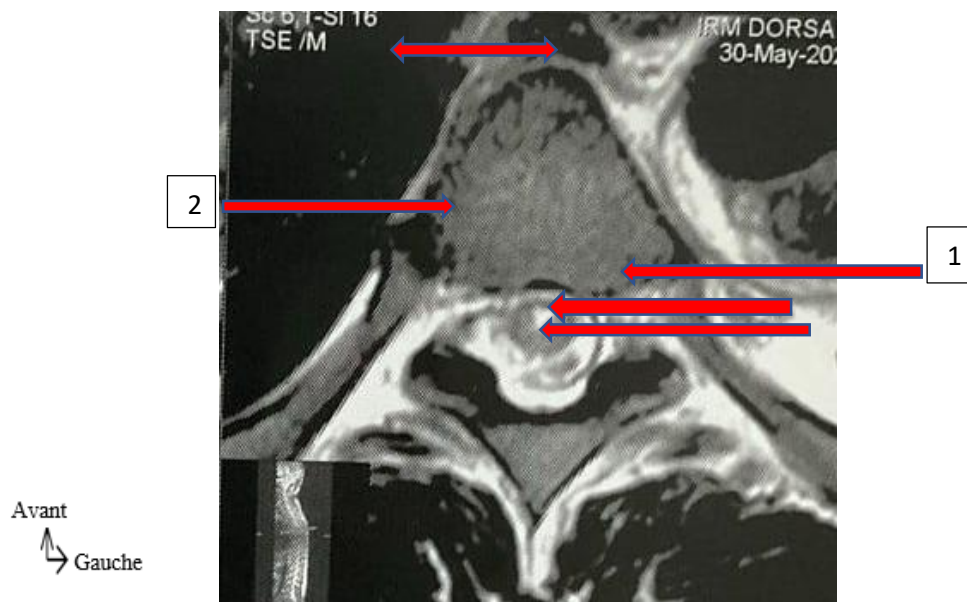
IRM du rachis dorsal en séquence TSE. Coupe axiale montrant une ischémie médullaire
